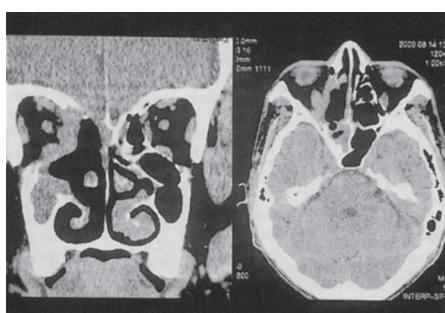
face plane CT. Bone defects were clearly recognized in the right ethmoid sinus, tectorium and orbit, and soft tissue areas were also recognized in the right sphenoid sinus and maxillary sinus
